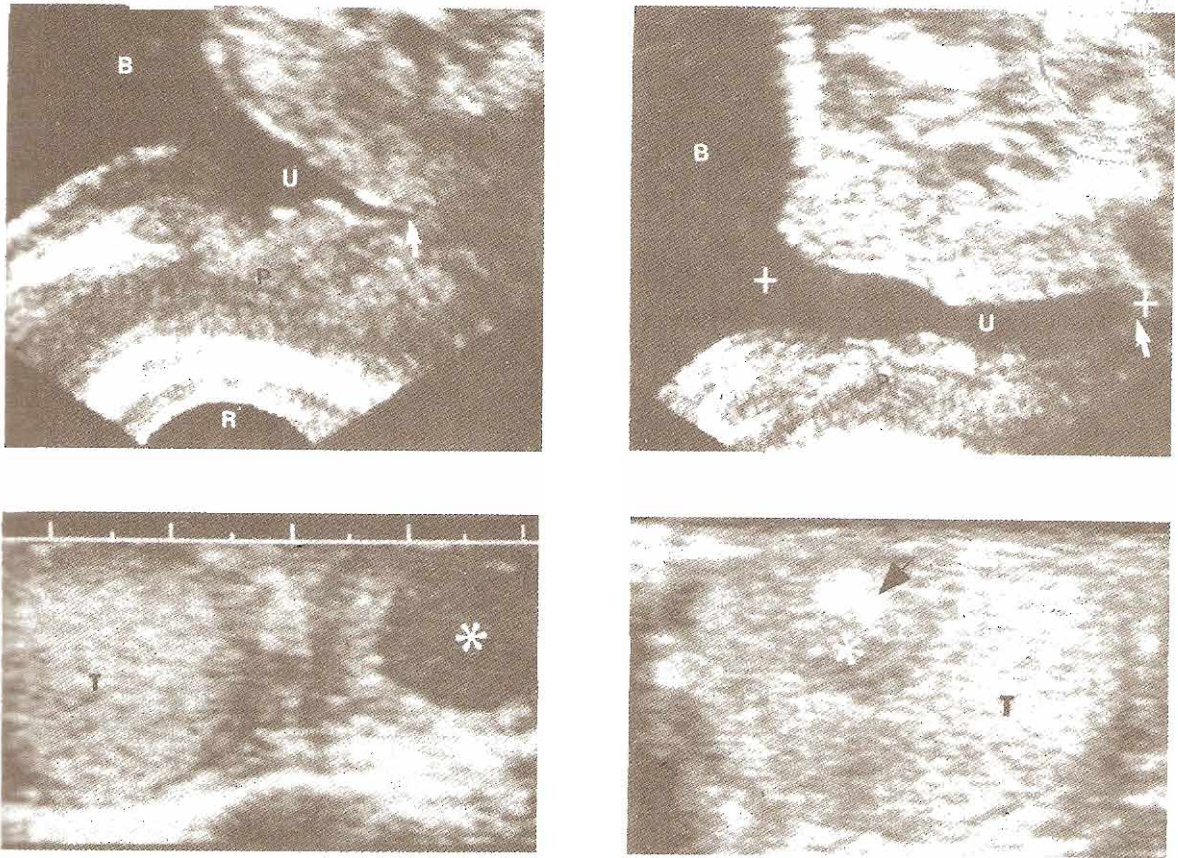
Uso de ultrasonido transrectal en la evaluación de la uretra prostática. Arriba izquierda: Aspecto sonográfico de la uretra prostática (U) luego de resección transuretral según aparece en el plano sagital del ultrasonido transrectal. Vejiga (B). La uretra (U) está dilatada a nivel del *veru montanum* (flecha). Zona periférica (P), recto (R). Arriba derecha: La uretra prostática (U) presenta dilatación a nivel de la uretra membranosa (flecha). Vejiga (B). El cursor se sitúa para medir la longitud de la uretra prostática. Abajo izquierda: El testículo derecho (T) es normal. Hay una lesión hipoeoica dentro del testículo izquierdo (*). La cirugía mostró seminoma. Abajo derecha: La lesión (*) en el interior del testículo derecho es hipoeoica con foco hiperecogénico (flecha). Mediante cirugía se encontró un carcinoma embrionario. Tejido testicular normal (T).
